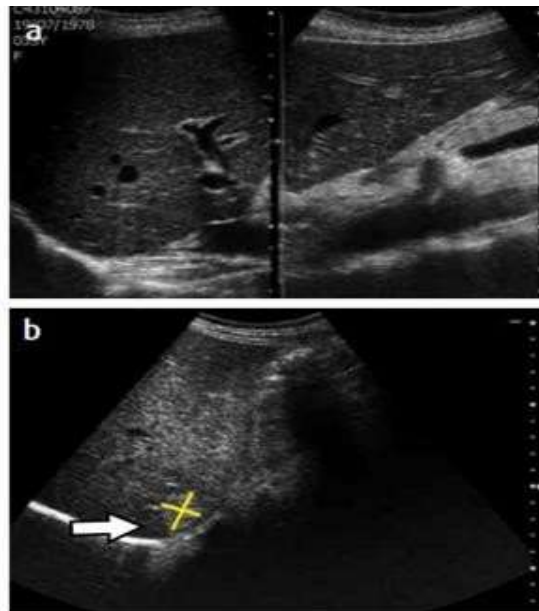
Error cometido durante la obtención de la imagen, categoría Estudio incompleto. Ecografía de una mujer de 33 años de edad, con dolor en hipocondrio derecho. a) Ecografía con resultados informados como normales. b) Se repite la ecografía 5 días después y se observa un hemangioma (flecha) no visto en el primer examen.
